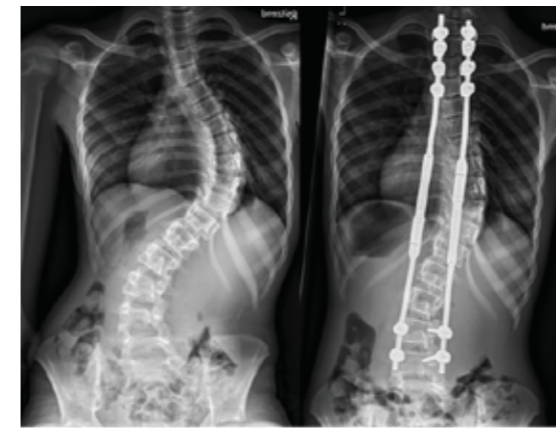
Röntgenbild der Wirbelsäule im Stehen vor und nach Implantation von MAGEC® Growing Rods bei einer Patientin mit einer idiopathischen Early Onset Skoliose.
